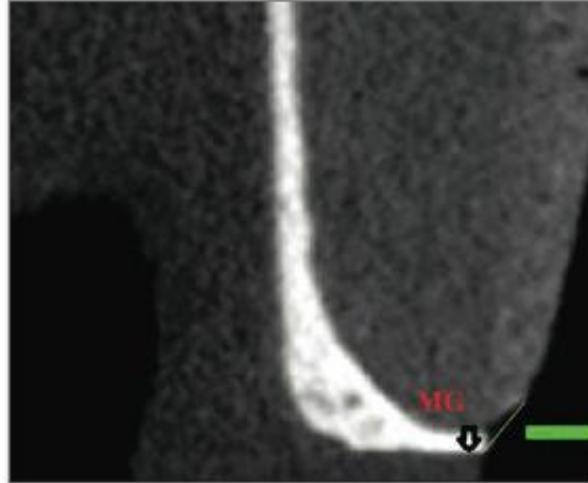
Evaluacion de adaptacion marginal con Microtomografía²
